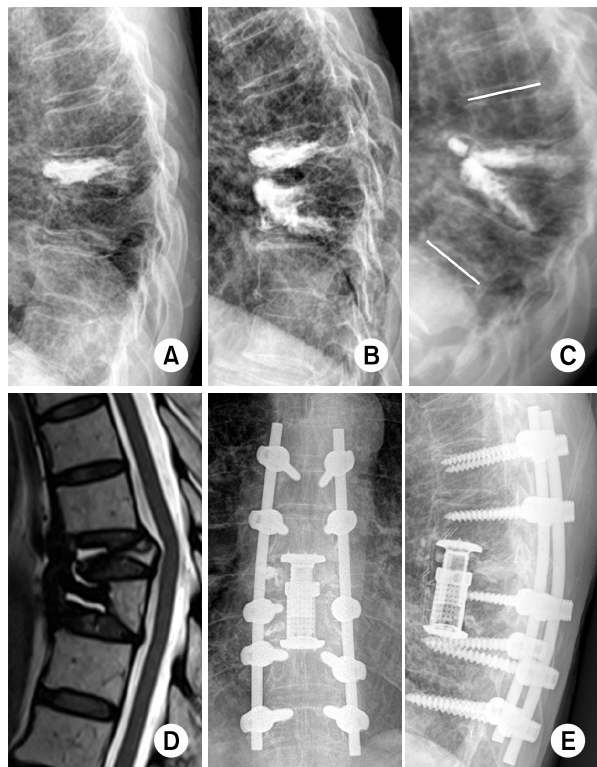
A 60-year-old male with thoracic vertebra (T8, 9) osteoporotic vertebral compression fracture (dual energy x-ray absorptiometry T-score: -3.2). (A) Postoperative (vertebroplasty T8) lateral radiograph. (B) Postoperative (vertebroplasty T9) lateral radiograph. (C) At 2 years after 2nd vertebroplasty, local kyphotic angle was 55° with severe back pain. (D) Postoperative sagittal T2-weighted magnetic resonance imaging shows fluid collection around cement. (E) Postoperative radiograph.
